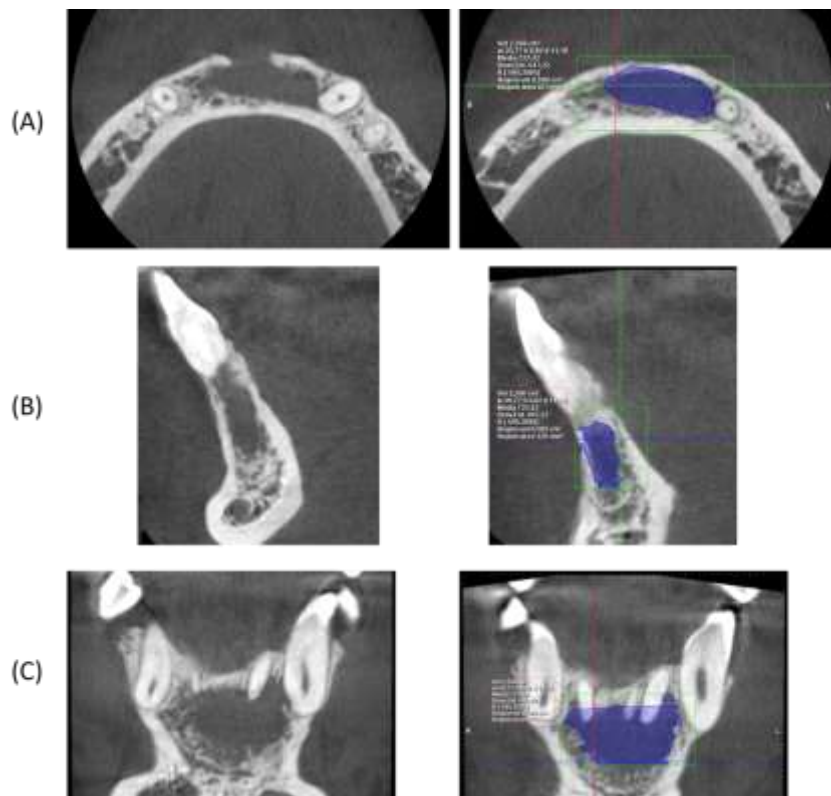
Radiografía de control post operatorio a los 18 meses.
